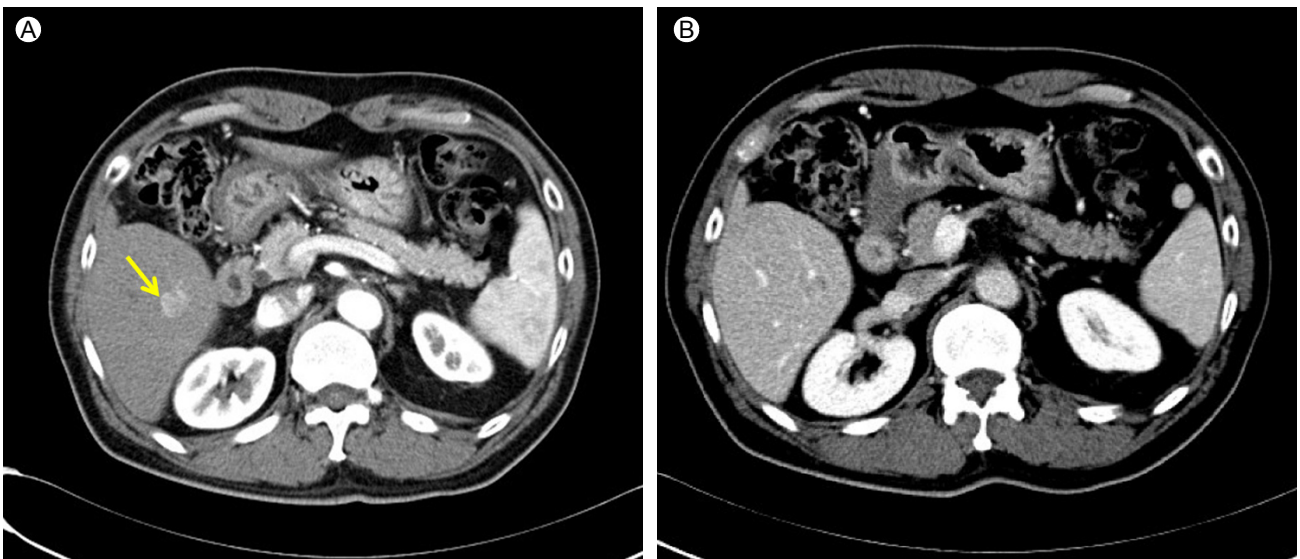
Liver dynamic computer tomography (CT) shows (A) a hepatocellular carcinoma nodule with mild enhancement (arrow) in segment 6a in the arterial phase (B) and isoattenuation of the lesion to the liver parenchyma in the hepatic venous phase.
